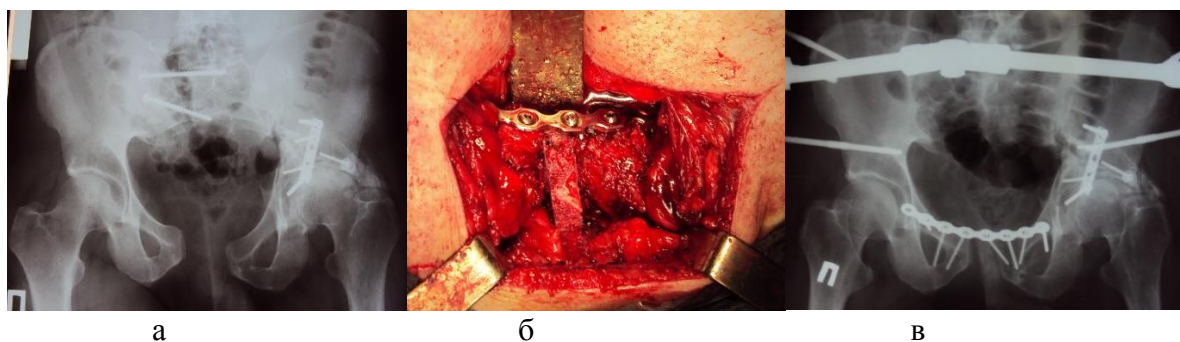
Иллюстрации пациента Б.29лет., и\б №1185 застарелое полифокальное повреждение тазового кольца состояние после остеосинтеза вертлужной впадины (а), замещение дефекта аутотрансплантатом (б), рентгенограмма после завершения операции(в).
